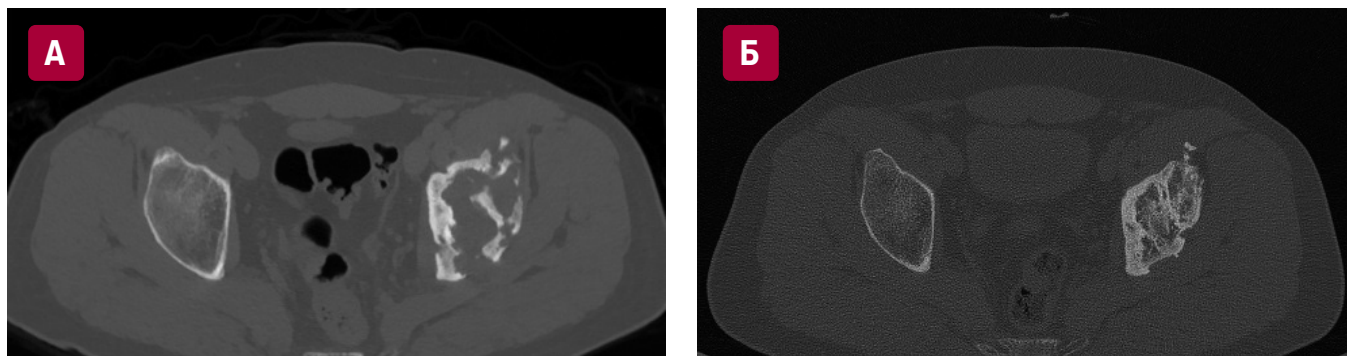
КТ тазобедренных суставов. Обширная деструкция левой вертлужной впадины (А) в дебюте гистиоцитоза из клеток Лангерганса и (Б) через 12 мес. после завершения терапии кладрибином
